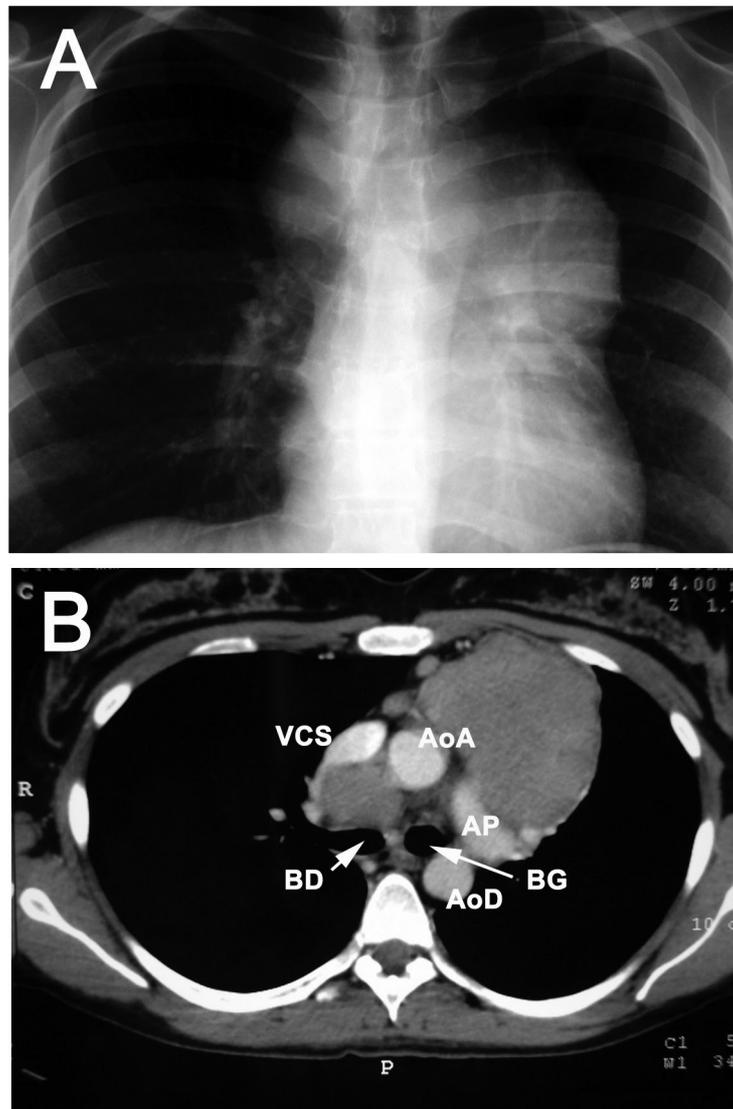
Maladie de Hodgkin. (A) Radiographie de thorax de face : syndrome de masse médiastinale (gauche > droite). Médiastin " bulky " ( $M/T > 0,35$ ) (B) Scanner thoracique injecté : volumineuse masse médiastinale antérieure gauche en avant de l'aorte ascendante (AoA) et de l'artère pulmonaire commune et gauche (AP), adénopathie précarinaire en arrière de la veine cave supérieure (VCS) et de l'aorte ascendante et en avant de la bronche souche droite (BD). AoD , aorte descendante; BG, bronche souche gauche. (Pr. de Kerviler, Hôp. Saint-Louis, Paris)
